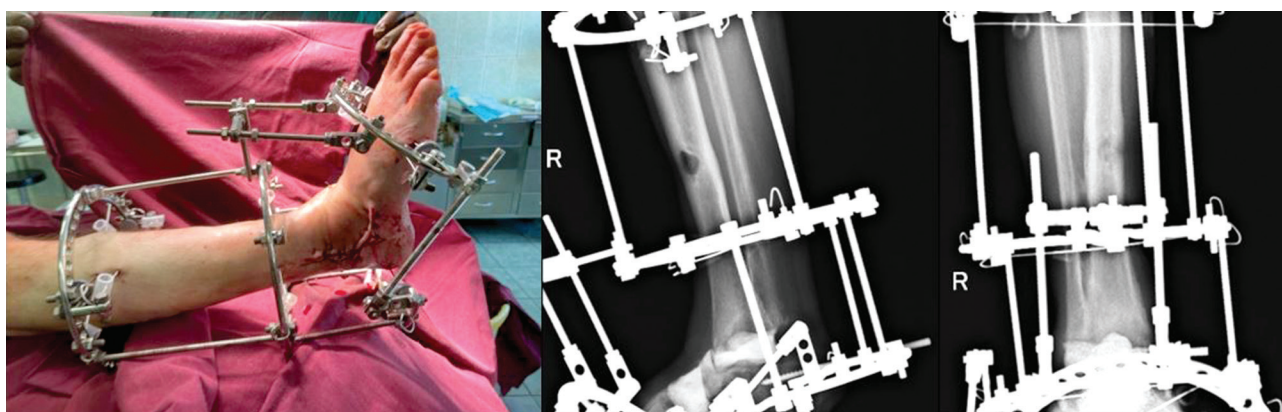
Фото и рентгенограммы голени и стопы после первого этапа вмешательства
